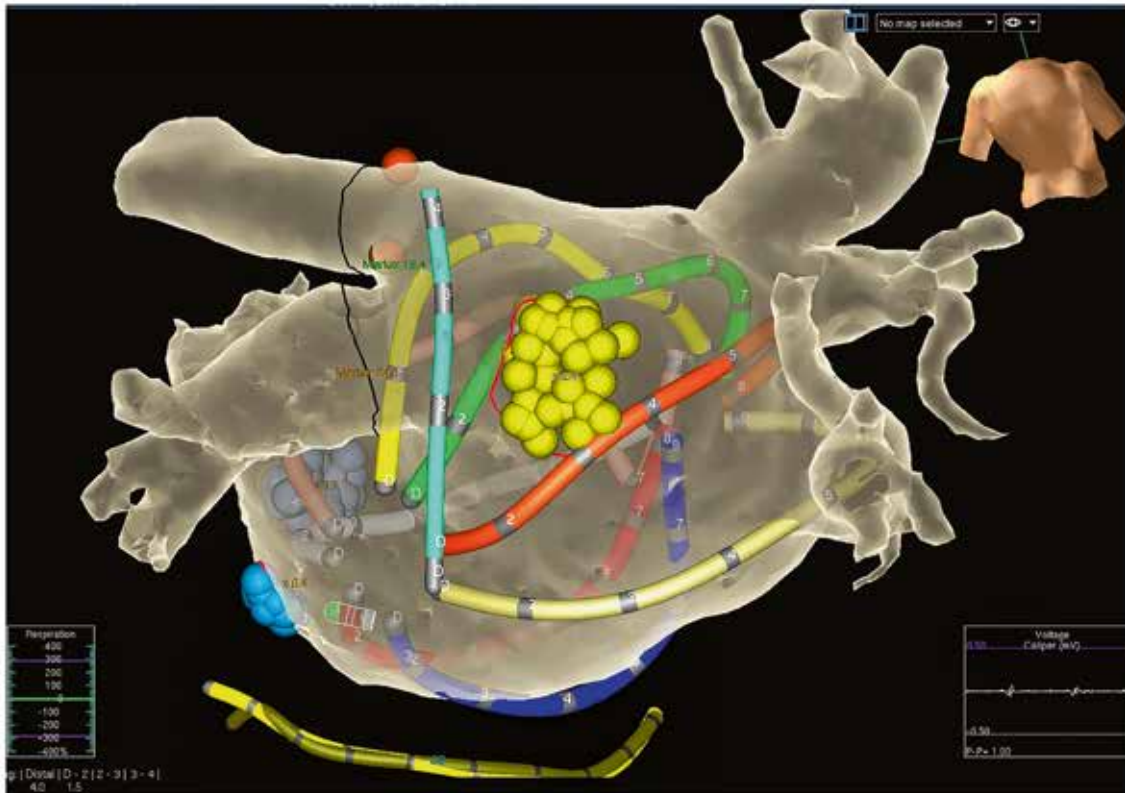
Rotorenmapping mittels Basketkatheter in Verbund mit einem 3D Mappingsystem. Zu sehen sind ein 3D rekonstruiertes MRT Bild des linken Vorhofs (graue Oberfläche), der Basketkatheter den 8 Streben und jeweils 8 Elektroden, ein Diagnostikkatheter im Koronarvenensinus (gelb), ein Thermometer im Ösophagus (hellblau) sowie die bereits ablatierten Rotoren (gelbe Punkte).
